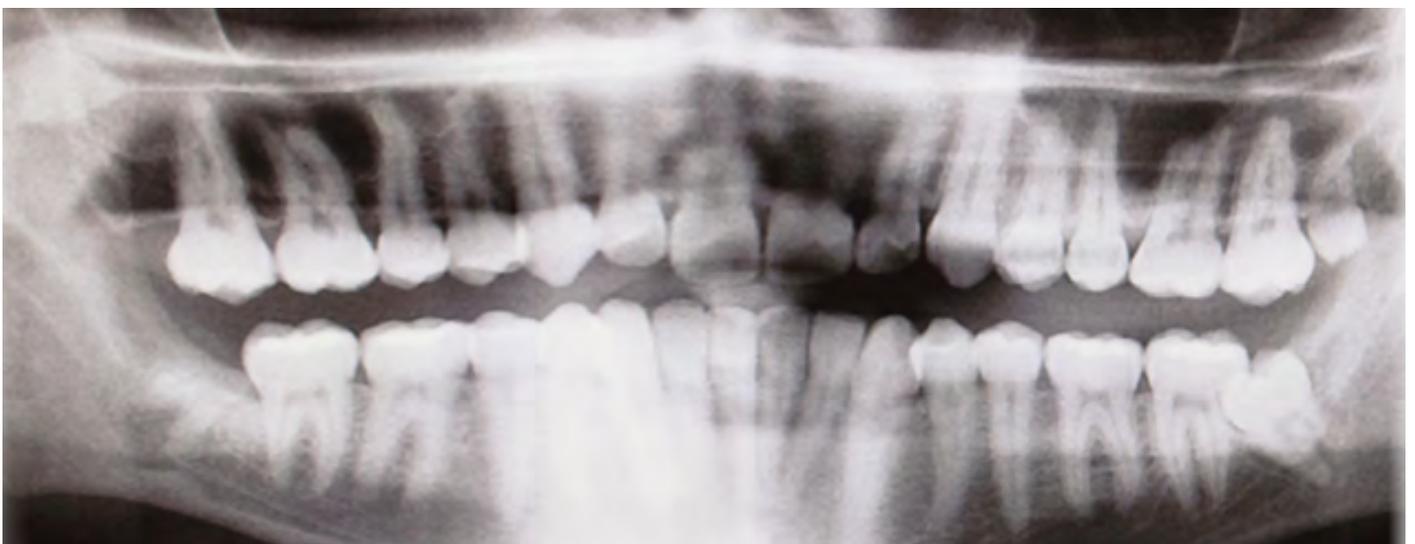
Ortopantomografía a los tres meses de evolución
